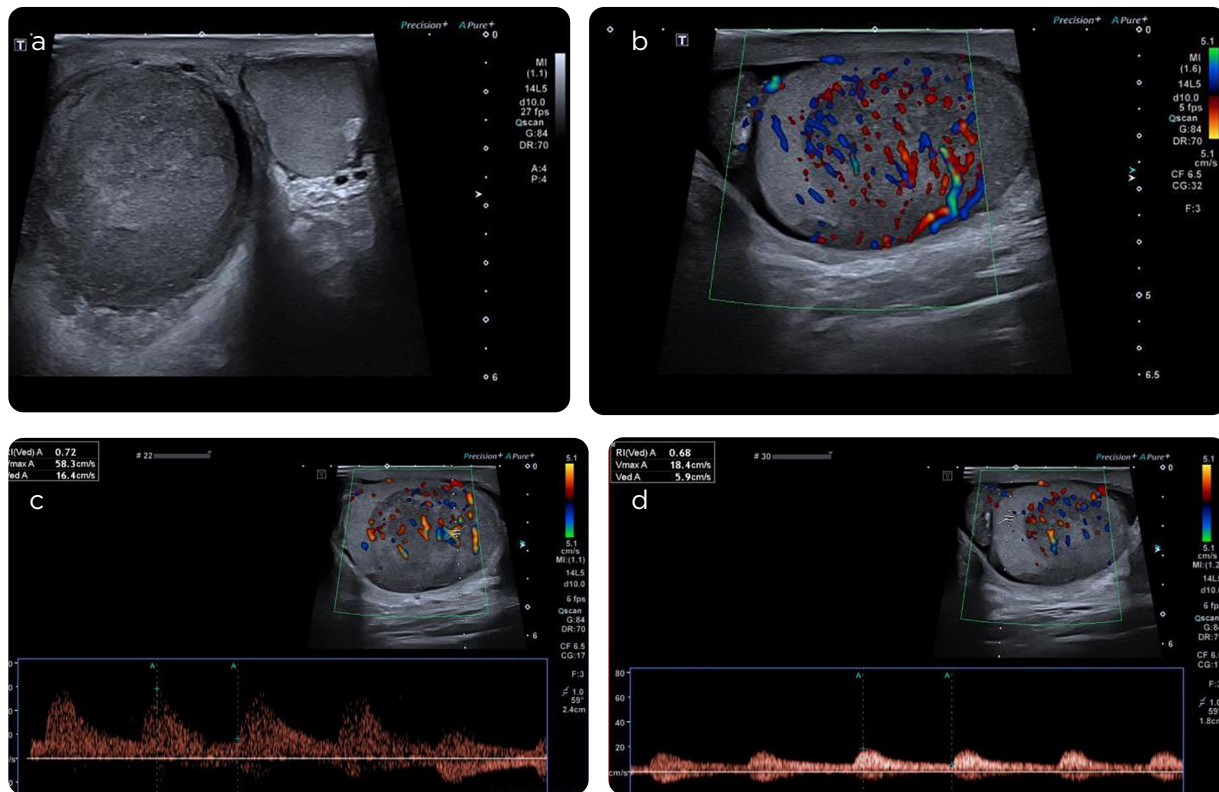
a) Imagen transversa comparativa de los testículos, que demuestra aumento del tamaño del testículo derecho secundario a una masa heterogénea con zonas hipoeicas mal delimitadas en su interior. Se observa engrosamiento de las capas de recubrimiento escrotal. b) La masa descrita genera desplazamiento del parénquima testicular normal. El parénquima normal tiene perfusión adecuada; la masa tiene aumento de la vascularización a la exploración con Doppler color. c) Imagen Doppler color y espectral que demuestra curvas monofásicas e índices de resistencia altos dentro de la masa. d) Imagen Doppler color y espectral en la zona de parénquima testicular normal desplazado, demuestra índices de resistencia normales.
